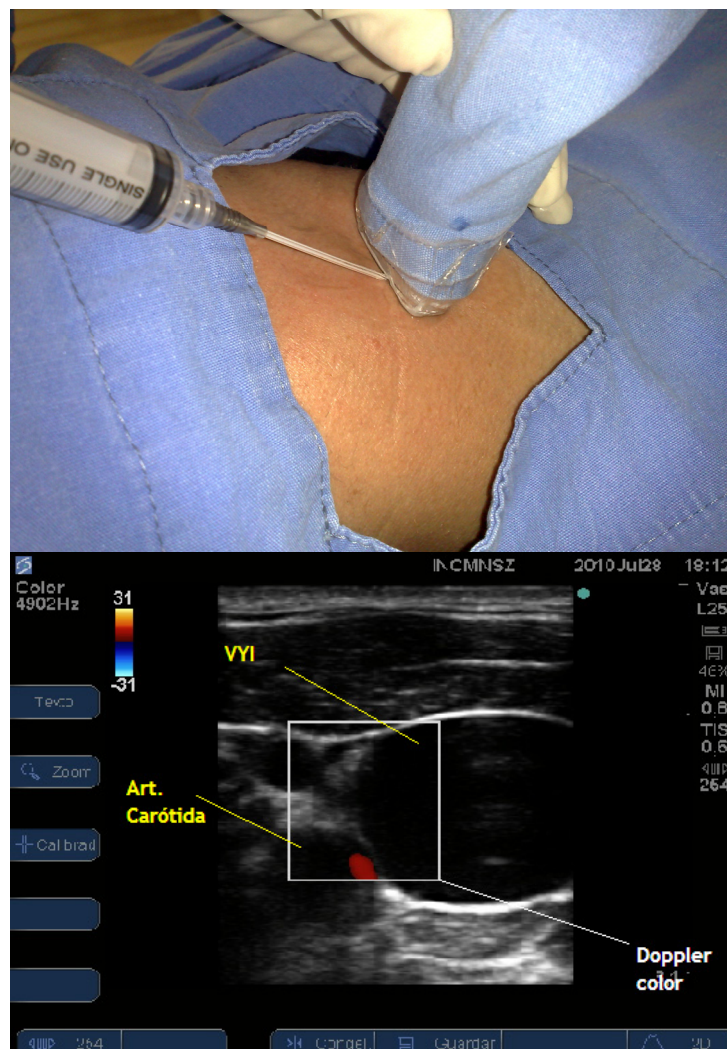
Abordaje de la vena yugular interna en el eje transversal, con la aguja fuera de plano (izq). Imagen ultrasonográfica obtenida en el mismo abordaje con Doppler color (der).
